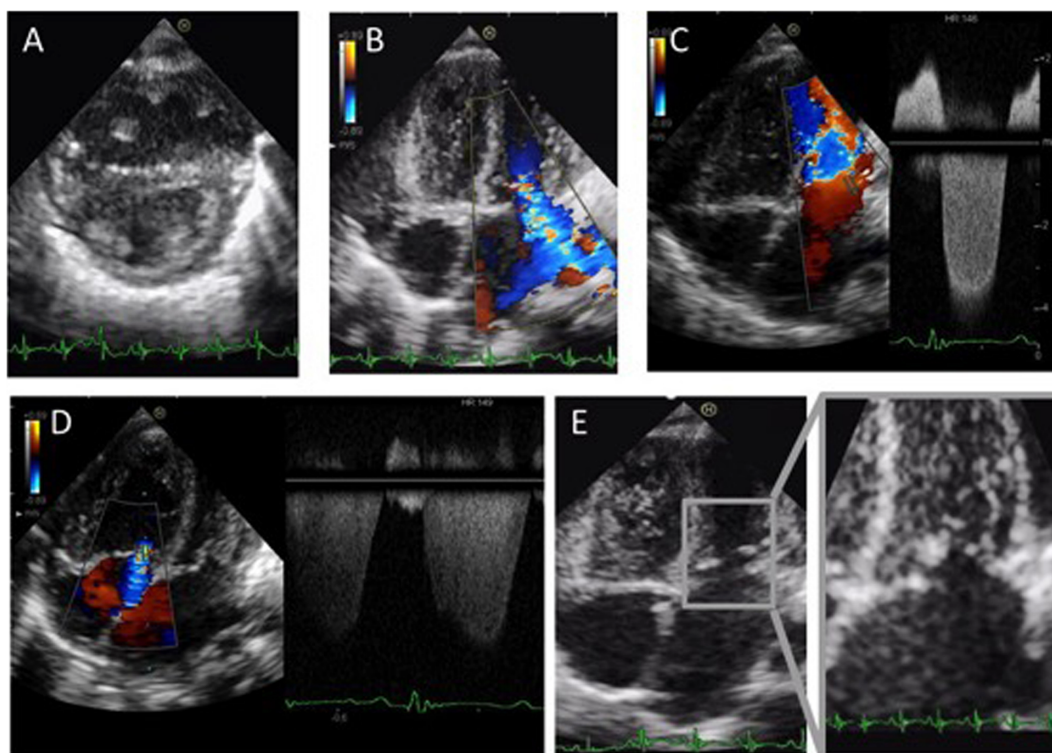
Echocardiographic evaluation on admission
